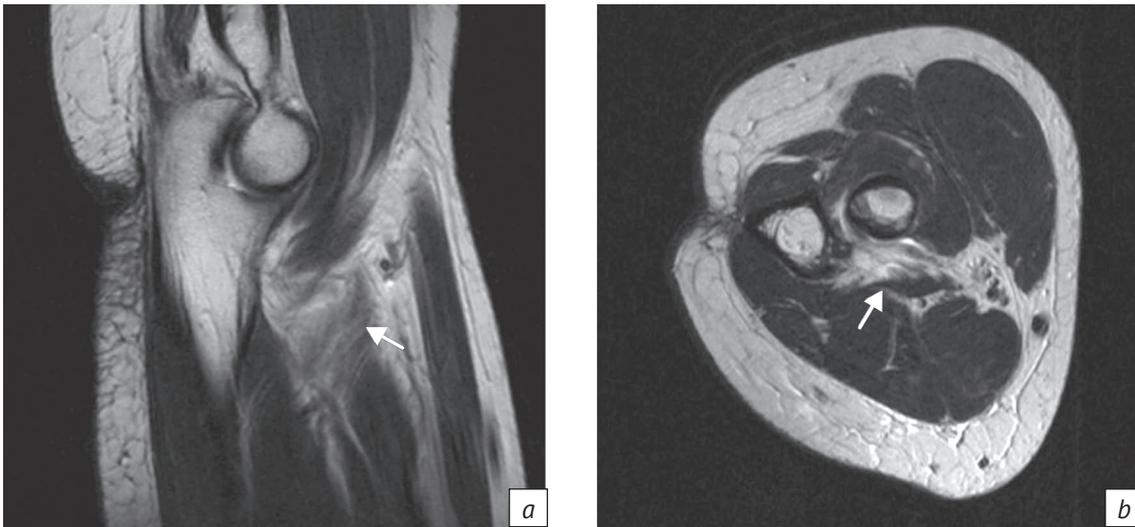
МРТ локтевого сустава в режиме T2:
